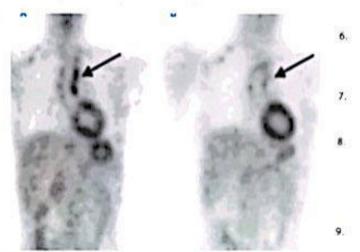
Arteritis de Takayasu en mujer de 32 años con datos de vasculitis activa (elevación de marcadores inflamatorios). A) PET-CT para descartar enfermedad activa, lo cual se confirma al observar captación de "F-FDG en la aorta ascendente (flecha). B) PET-CT posterior al tratamiento que revela la ausencia de captación de "F-FDG.
